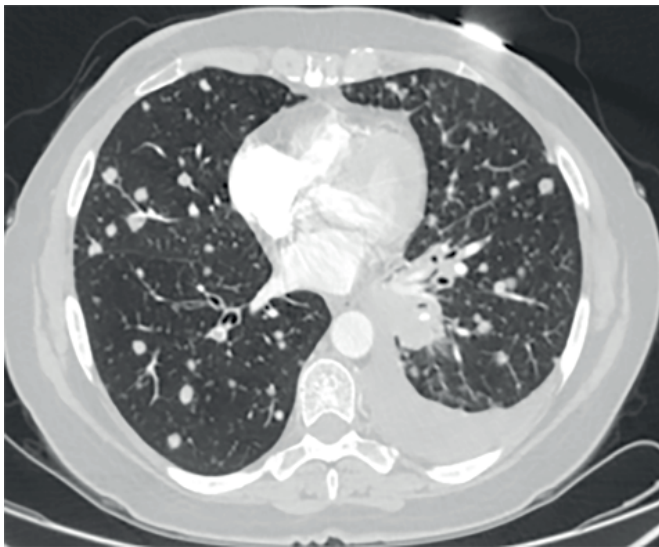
Результати КТ органів грудної клітки: візуалізується пухлина в нижній долі лівої легені, множинні метастази в обидві легені, лівобічний гідроторакс.
